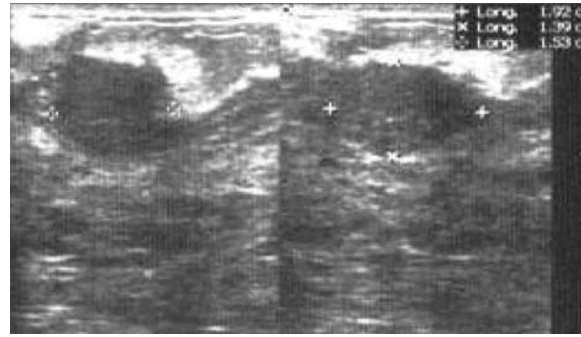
Ecografía: formación hipoeoica tubular con ecos internos.
